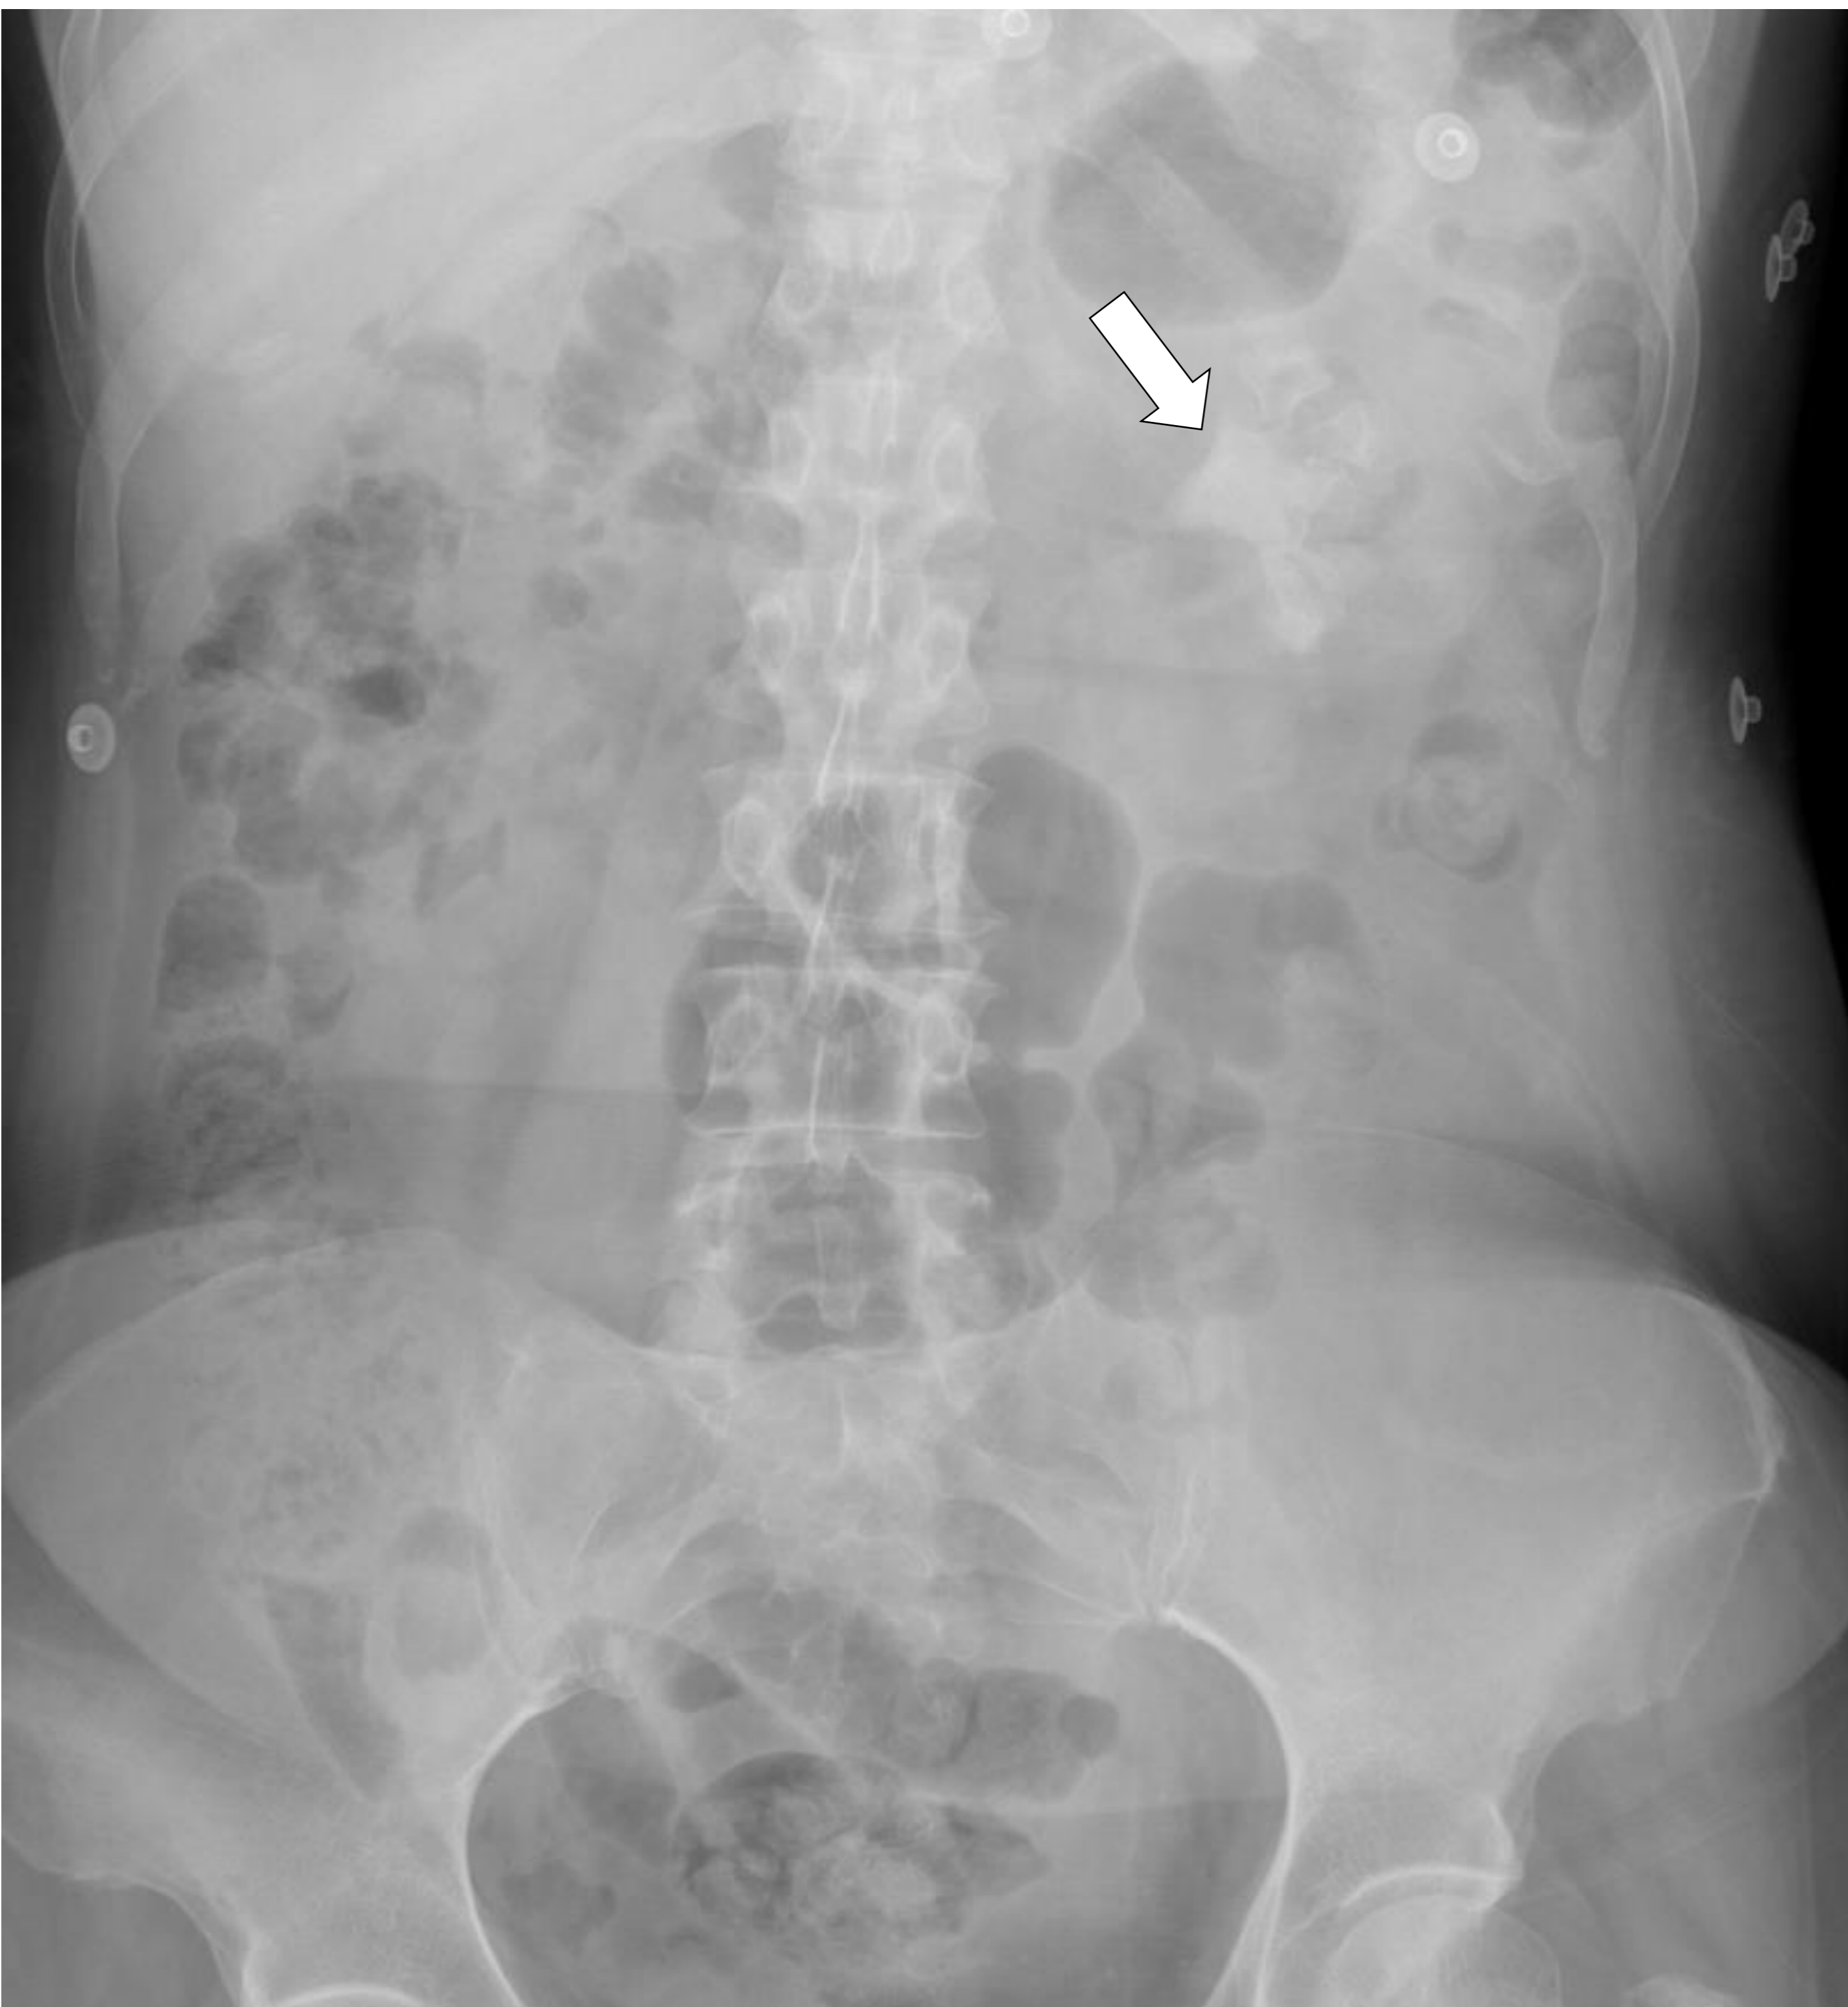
Pielonefritis xantogranulomatosa. Radiografía convencional. Radiografía de abdomen de paciente con pielonefritis xantogranulomatosa. Podemos observar un cálculo coraliforme (flecha) superpuesto a la silueta renal izquierda.
